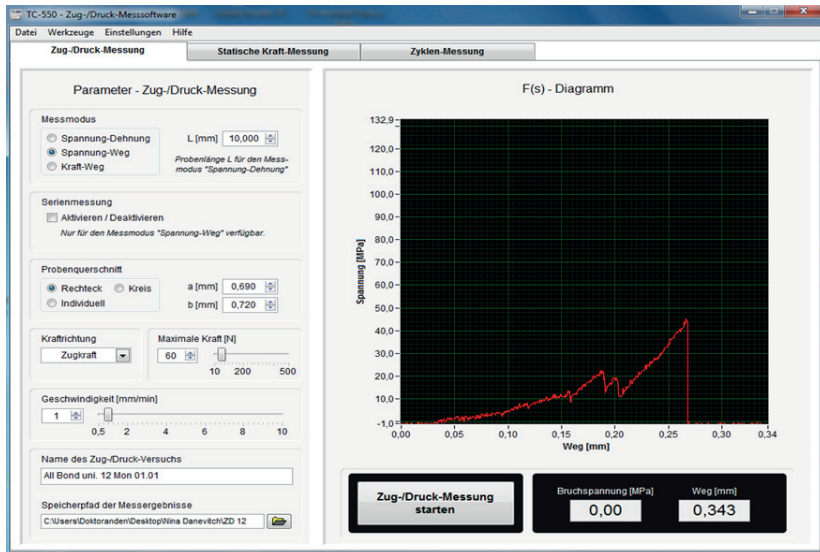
Darstellung des Programms TC-550 mit den Einstellungen für den Mikrozugversuch.
